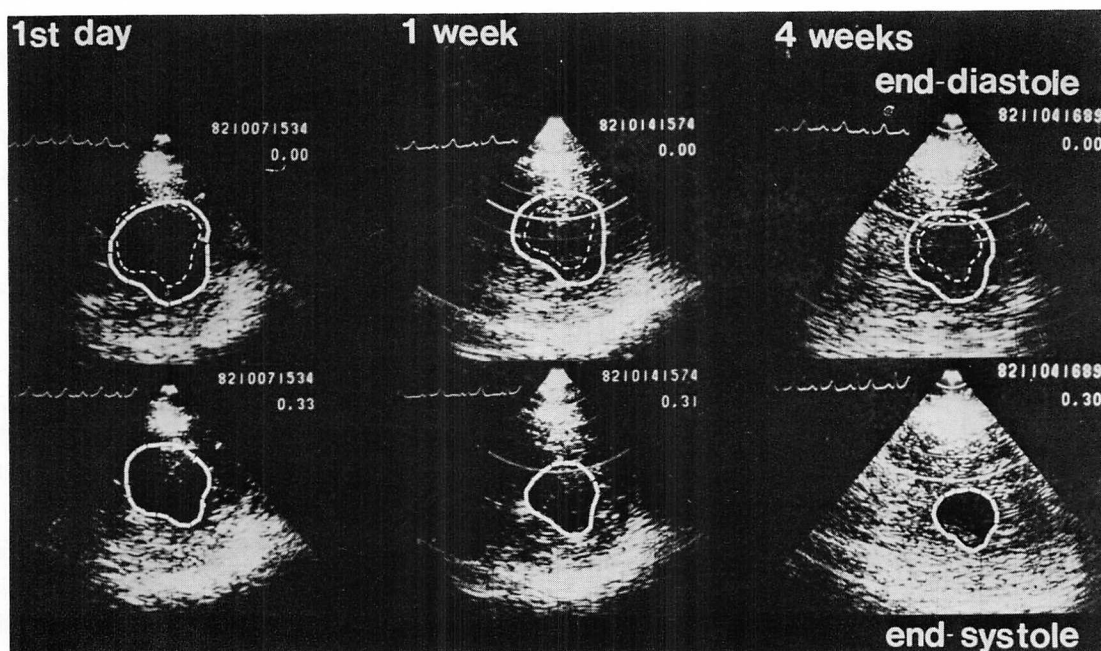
Serial two-dimensional echocardiograms (short-axis views at the level of the papillary muscles) of a patient with early recanalization immediately after thrombolysis on day 1 (left), on day 7 (middle) and on day 28 (right).
